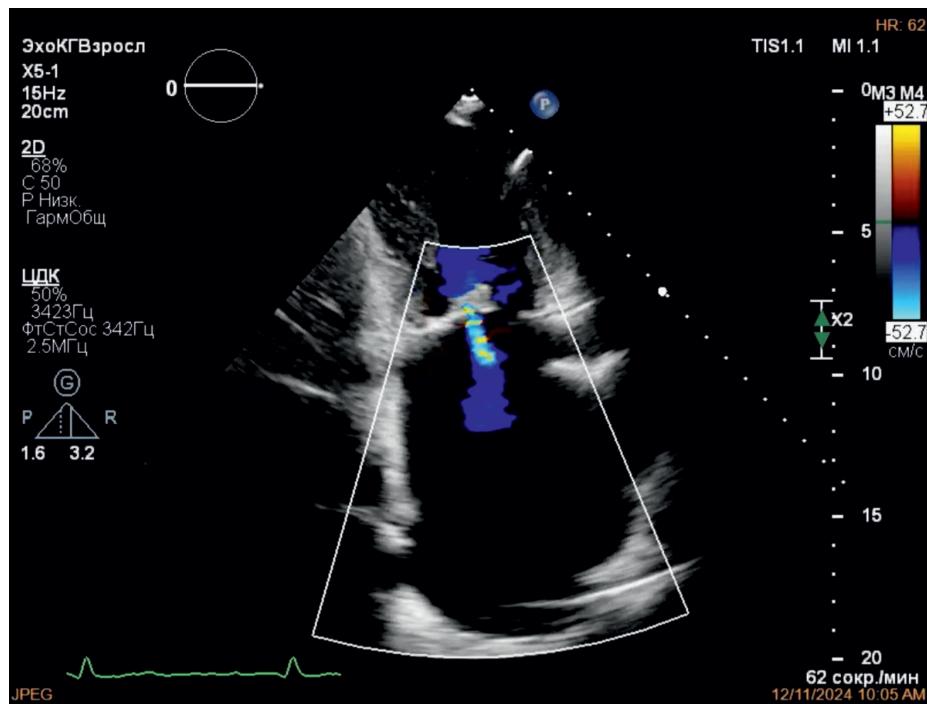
Эхокардиография пациента Б. в апикальной двухкамерной позиции с цветовой допплерографией после операции (через 17 месяцев после операции). Дилатация левого предсердия. Рестрикция задней створки митрального клапана. Стеноз митрального клапана легкой степени и недостаточность митрального клапана умеренной степени.
